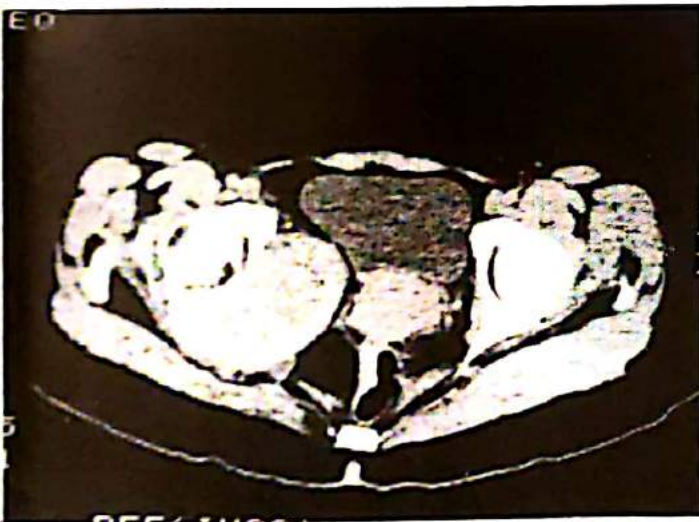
TAC. Lesión ósea expansiva con compromiso de articulación coxofemoral y desplazamiento de órganos intra-pélvicos.
